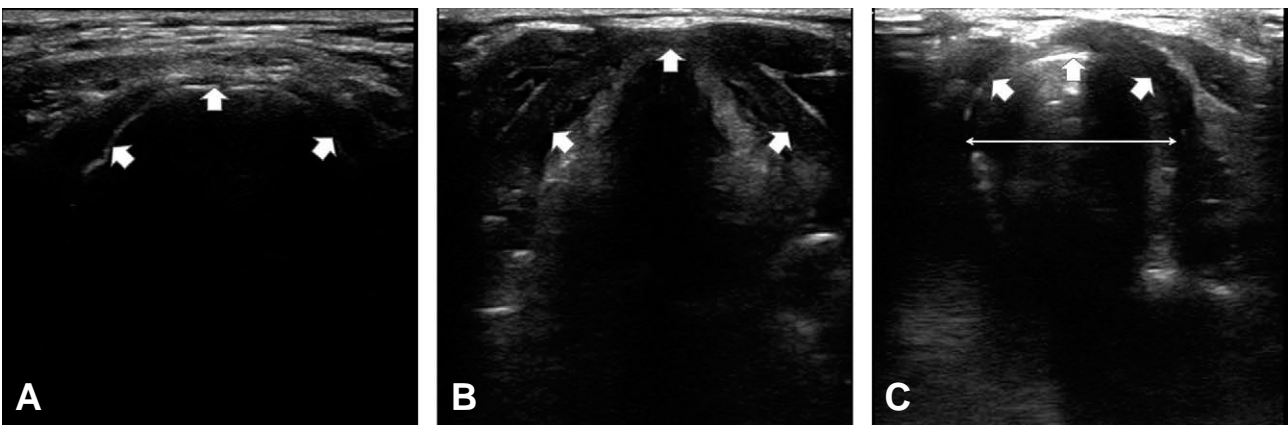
Ultrasound images of the airway.
